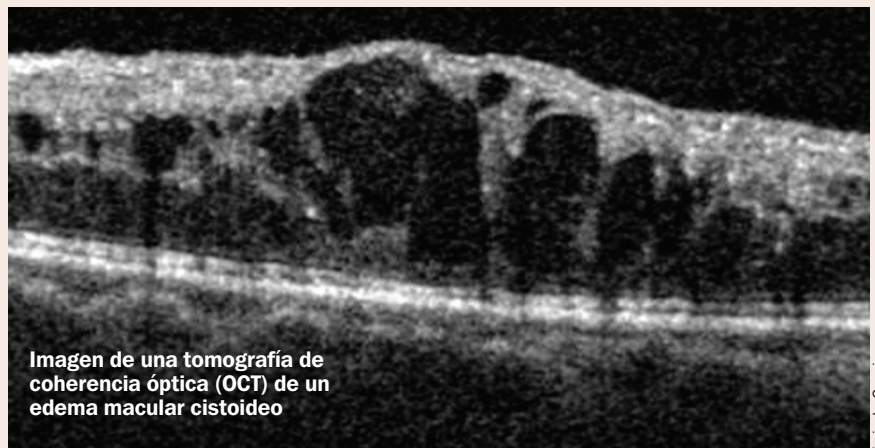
Imagen de una tomografía de coherencia óptica (OCT) de un edema macular cistoideo
